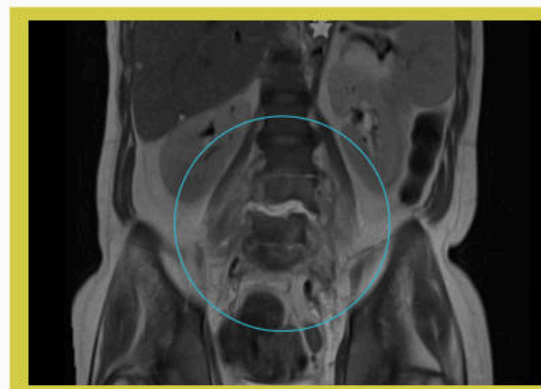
Imagen ponderada T2 de resonancia magnética abdomen y pelvis
